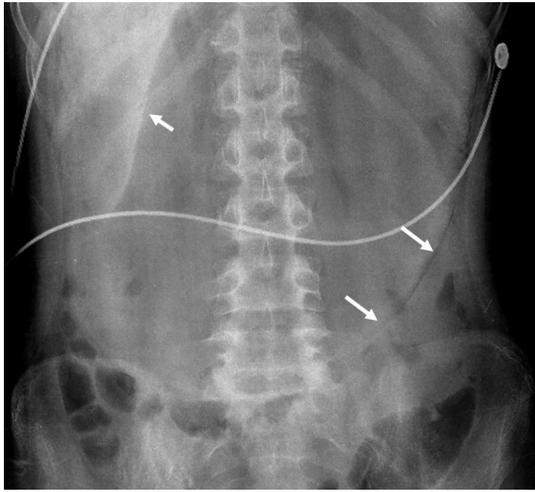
Abdominal X-ray showing diffuse air contour along the dilated stomach wall.
